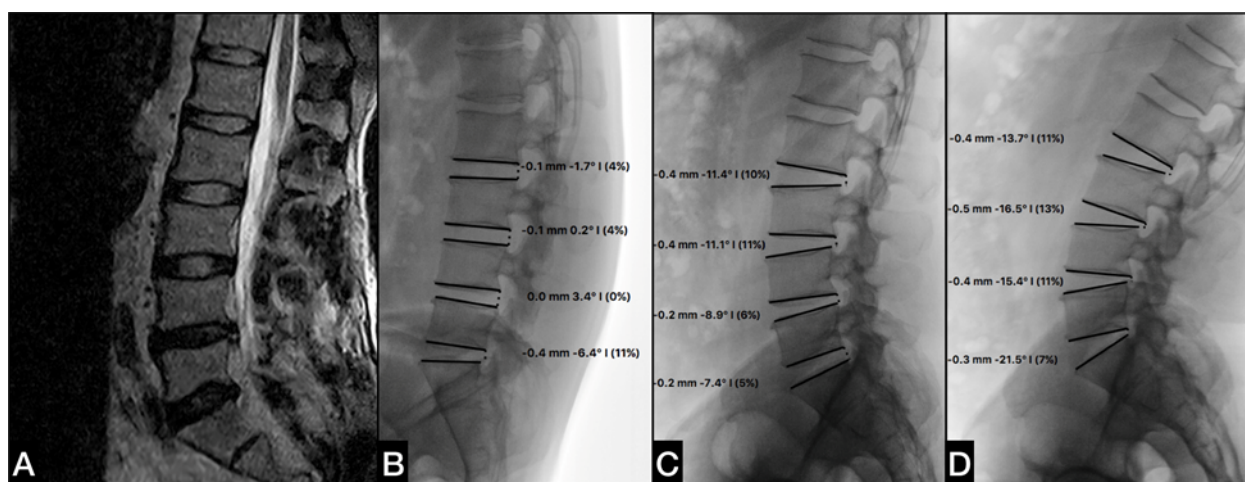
МРТ в сагиттальной проекции (А), функциональная спондилография в положении сгибания (В), нейтральном (С) и разгибания (D) пациента через 5 года после дискэктомии L_{IV}-L_V слева
